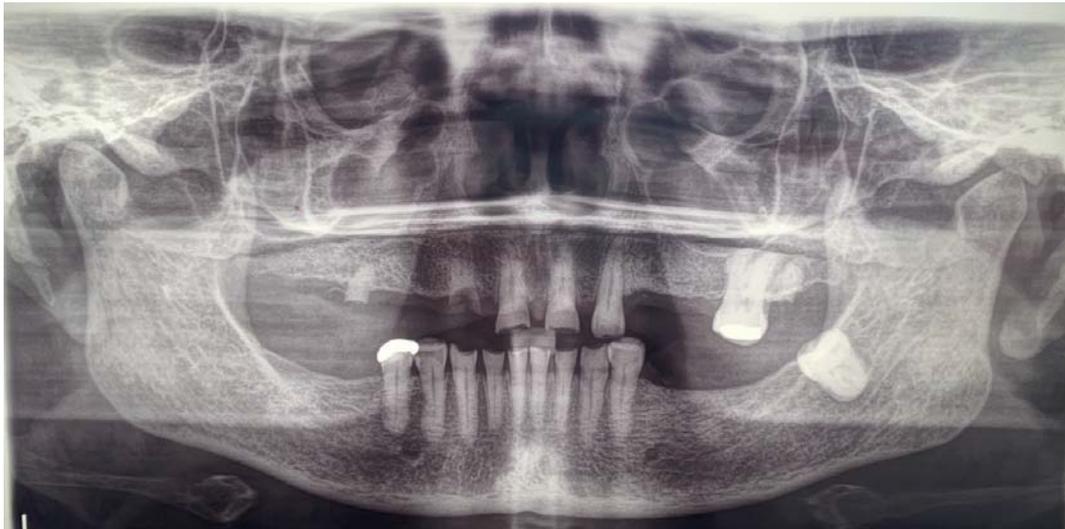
Radiografía panorámica. (Fuente propia).
